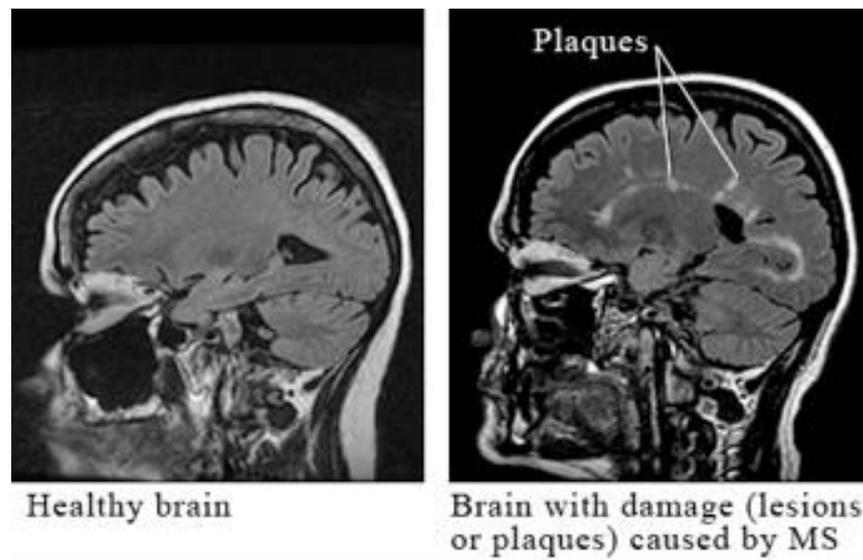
Placas características de lesões por EM mostradas em ressonância.
